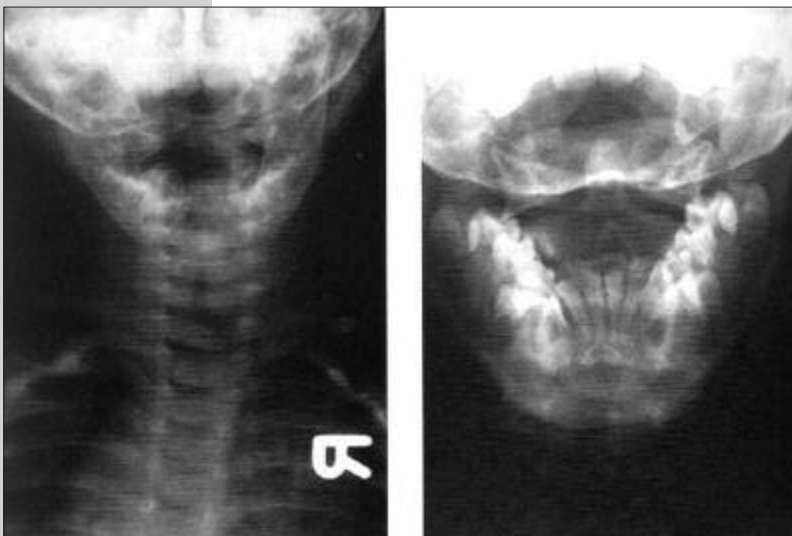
Röntgenopname bij een pasgeborene¹⁷
